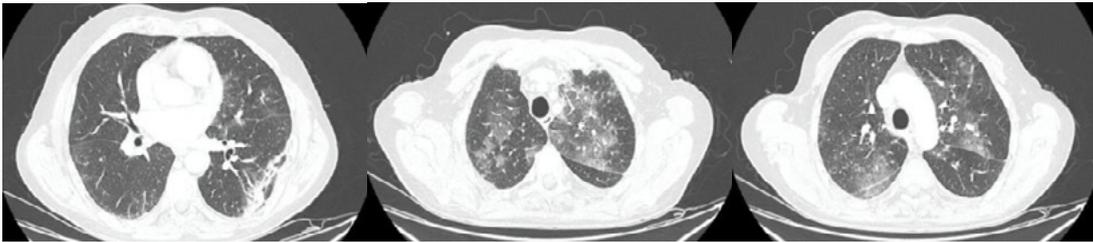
TC tórax al día 31 de inicio de los síntomas
